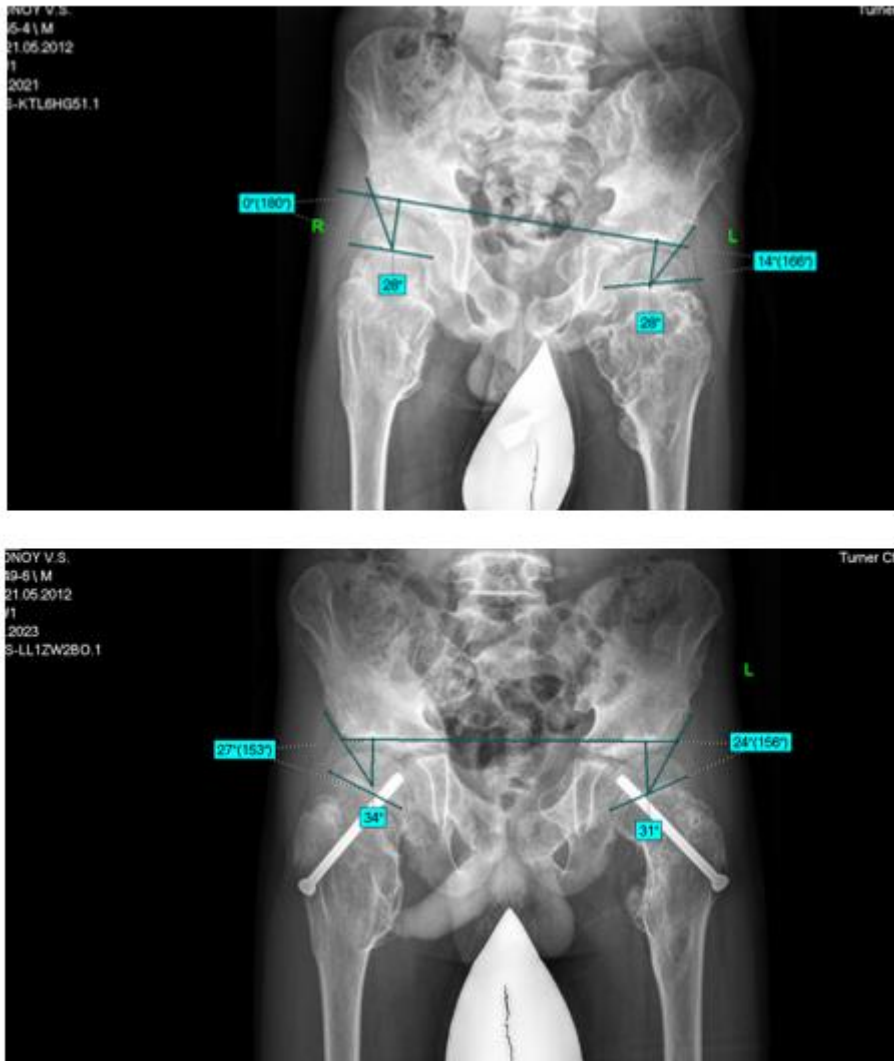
Пациент В., 8 лет на момент операции по поводу множественной экзостозной хондродисплазии, децентрации тазобедренных суставов и комбинированной контрактуры грубее слева, с контрольной рентгенографией через два года (на момент удаления винтов)
